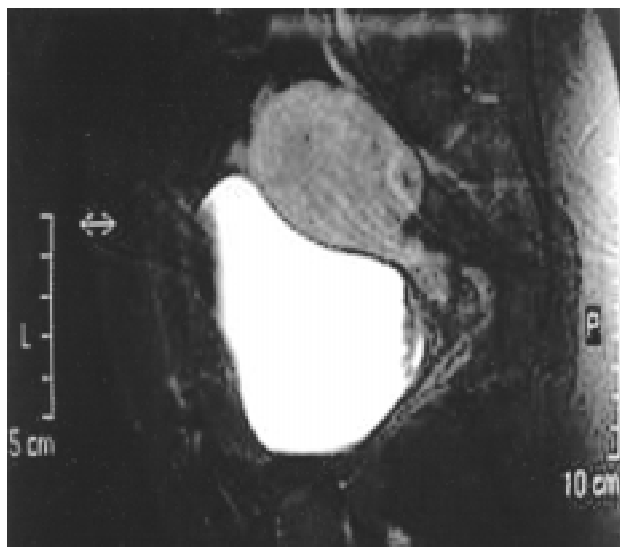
Magnetic resonance imaging demonstrating an intrapelvic lesion, close to the inferior abdominal wall and contiguous with the bladder dome.
